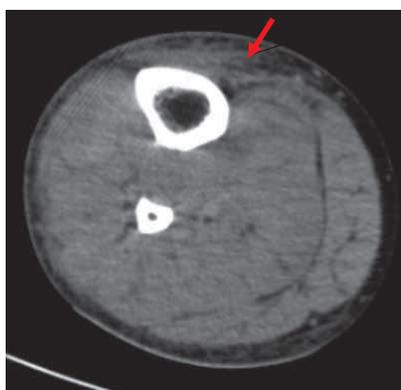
Tomografía computarizada de miembro inferior derecho que muestra edema de tejidos blandos (flecha).
